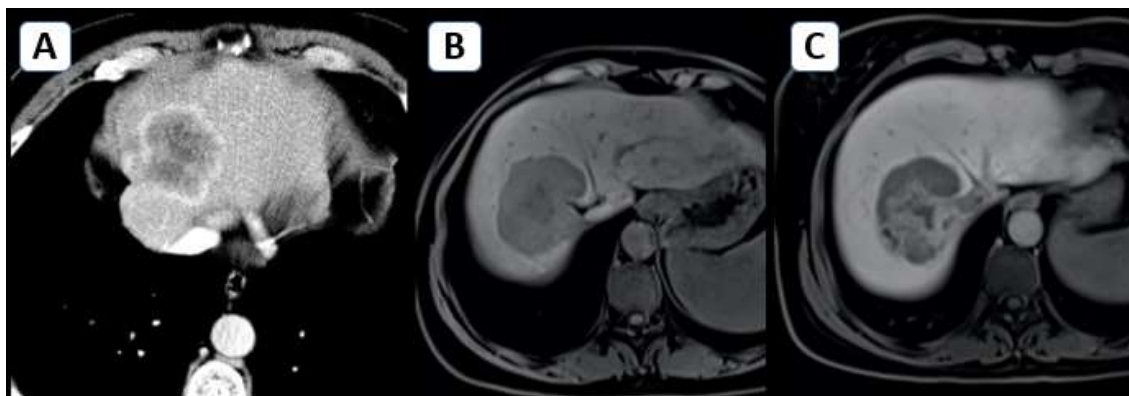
Alterações imagiológicas de padrão de crescimento histológico de uma metástase hepática de carcinoma colorretal (doentes diferentes): A – tomografia computadorizada com contraste em fase venosa portal exibindo um realce periférico em anel, correspondendo à reação desmoplásica; B e C – ressonância magnética, fase T1 com supressão de gordura, antes (B) e 20 minutos após (C) injeção de ácido gadoxético (fase hepatobiliar), demonstrando uma clara retenção intratumoral de contraste, atribuída ao componente desmoplásico. Imagens gentilmente cedidas pelo Professor Doutor Filipe Caseiro Alves.
